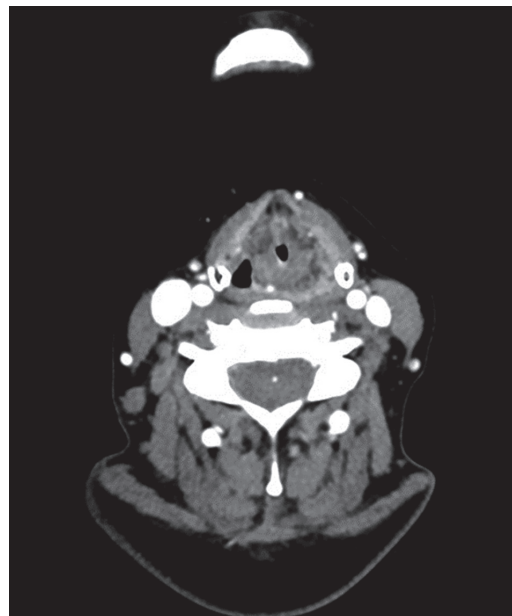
Imagen TC: Afectando a la cara anterior de la laringe se aprecia un nódulo hipercaptante de 0,7 cm x 0,6 cm que caudalmente produce engrosamiento de la cuerda vocal izquierda.
